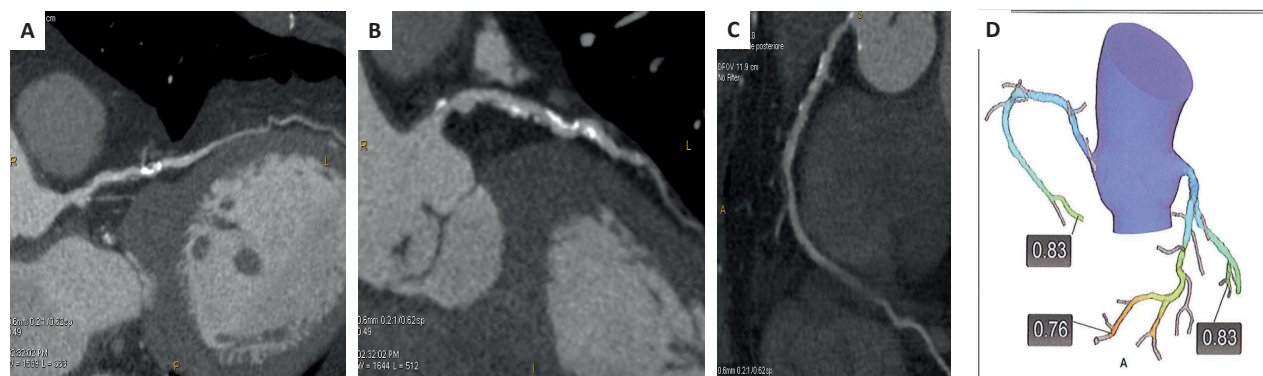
Angio-tomografia computerizzata coronarica (CTCA) e riserva frazionale di flusso derivata dalla tomografia computerizzata (FFR-CT). Caso di una donna di 76 anni con angina atipica e test da sforzo dubbio per ridotta riserva coronarica in cui la CTCA mostra patologia calcifica del tratto medio dell'arteria interventricolare anteriore (A) e dell'arteria circonflessa (B), entrambe difficili da valutare per gli artefatti da "blooming" relati al calcio, ed una patologia fibrolipidica del tratto medio della coronaria destra (C). L'analisi FFR-CT (D) mostra un valore patologico di FFR-CT di 0.76 a livello dell'arteria interventricolare anteriore e dei valori normali a livello delle altre due coronarie.
